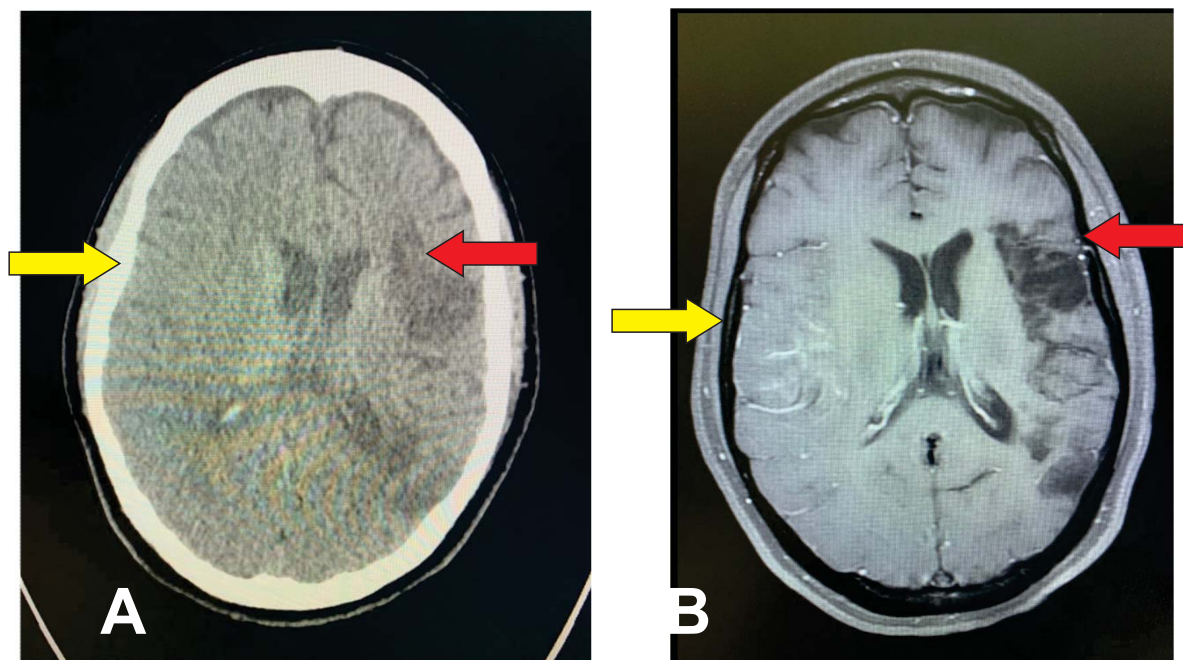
A - Tomografia de Crânio: área de encefalomalácia em hemisfério esquerdo (seta vermelha) e tênue foco de hiperdensidade com apagamento parcial de sulcos em córtex parietal direito (seta amarela); B - Ressonância de crânio em sequência de difusão que revelou insulto isquêmico antigo a esquerda (seta vermelha) e insulto isquêmico agudo a direita (seta amarela).
